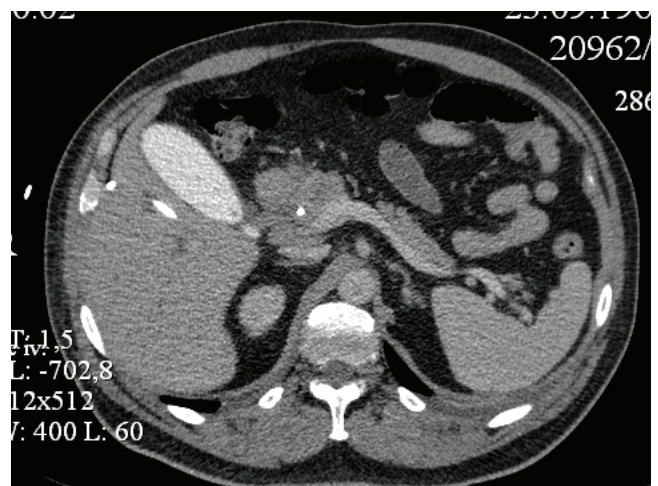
Данные СКТ. Томограмма ракового поражения головки поджелудочной железы.
